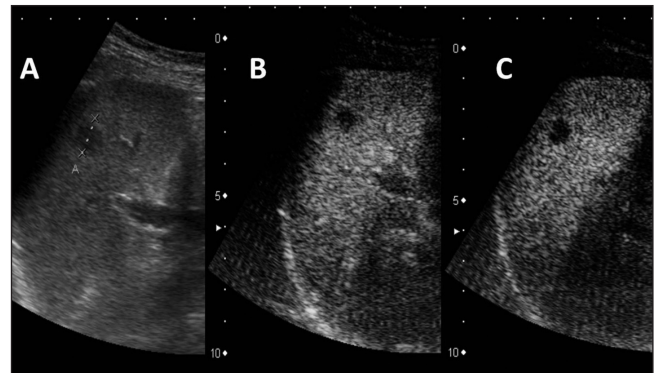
A. Ecografía en modo-B: LOE esplénica hipocogénica. B. Realce periférico de la LOE esplénica durante el minuto 1. C. Ausencia de lavado en la LOE esplénica en el minuto 3.
